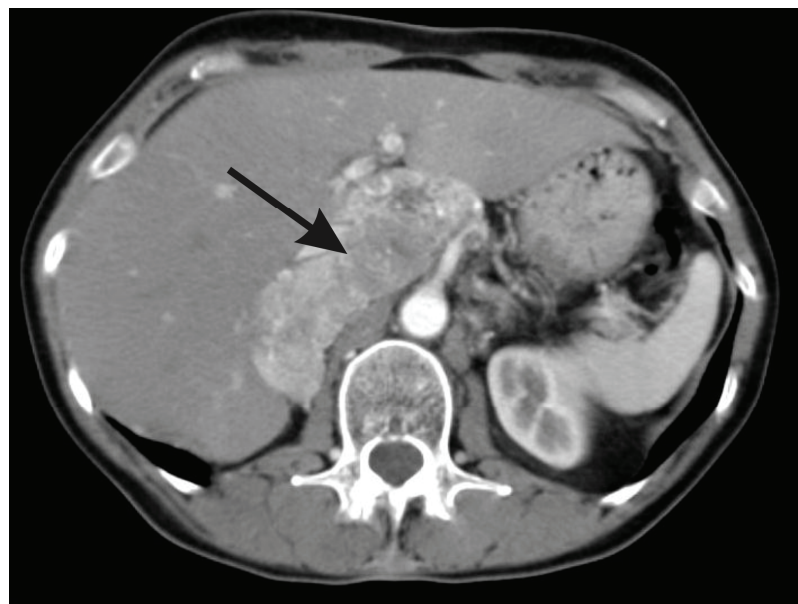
CT Befund. Der Pfeil zeigt auf das Paragangliom.
